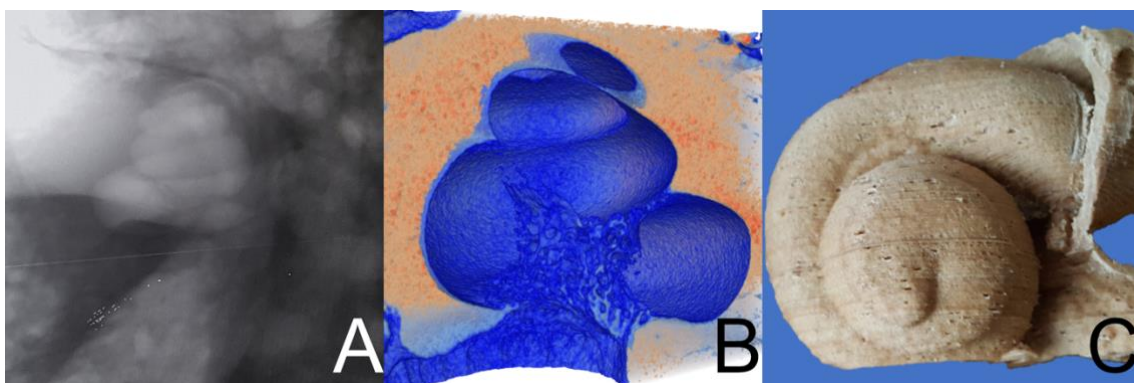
Qualitative Beispiele der Auflösungsfähigkeit der micro-CT
